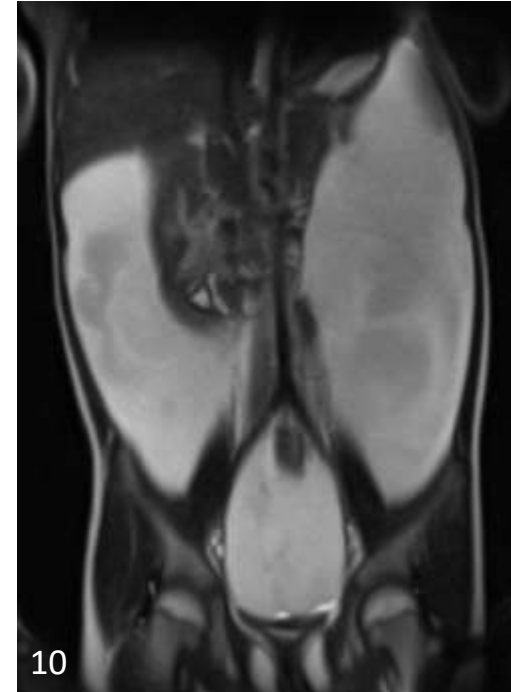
RMN secuencia T2 HASTE corte coronal: se observa el desplazamiento y compresión de asas intestinales hacia posterior.
